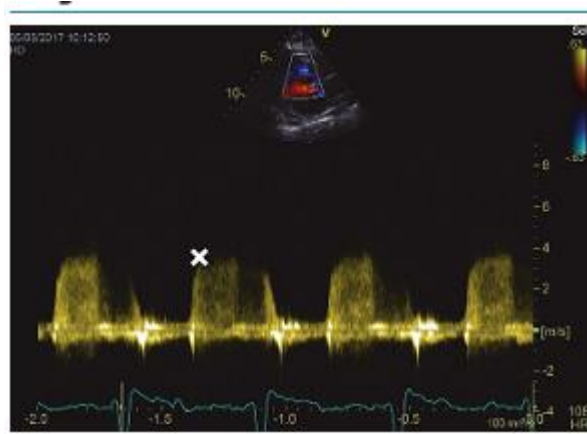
estimation échocardiographique de la PAPs à l'aide du flux d'IT en coupe parasternal petit axe centré sur les gros vaisseaux
